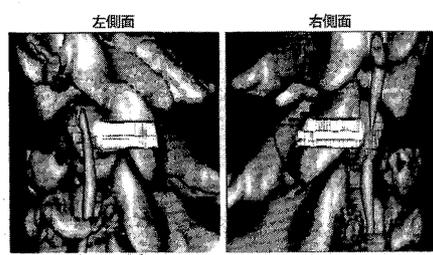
CT-Angiography (椎骨動脈損傷、左: 閉塞、右: 狭窄)
